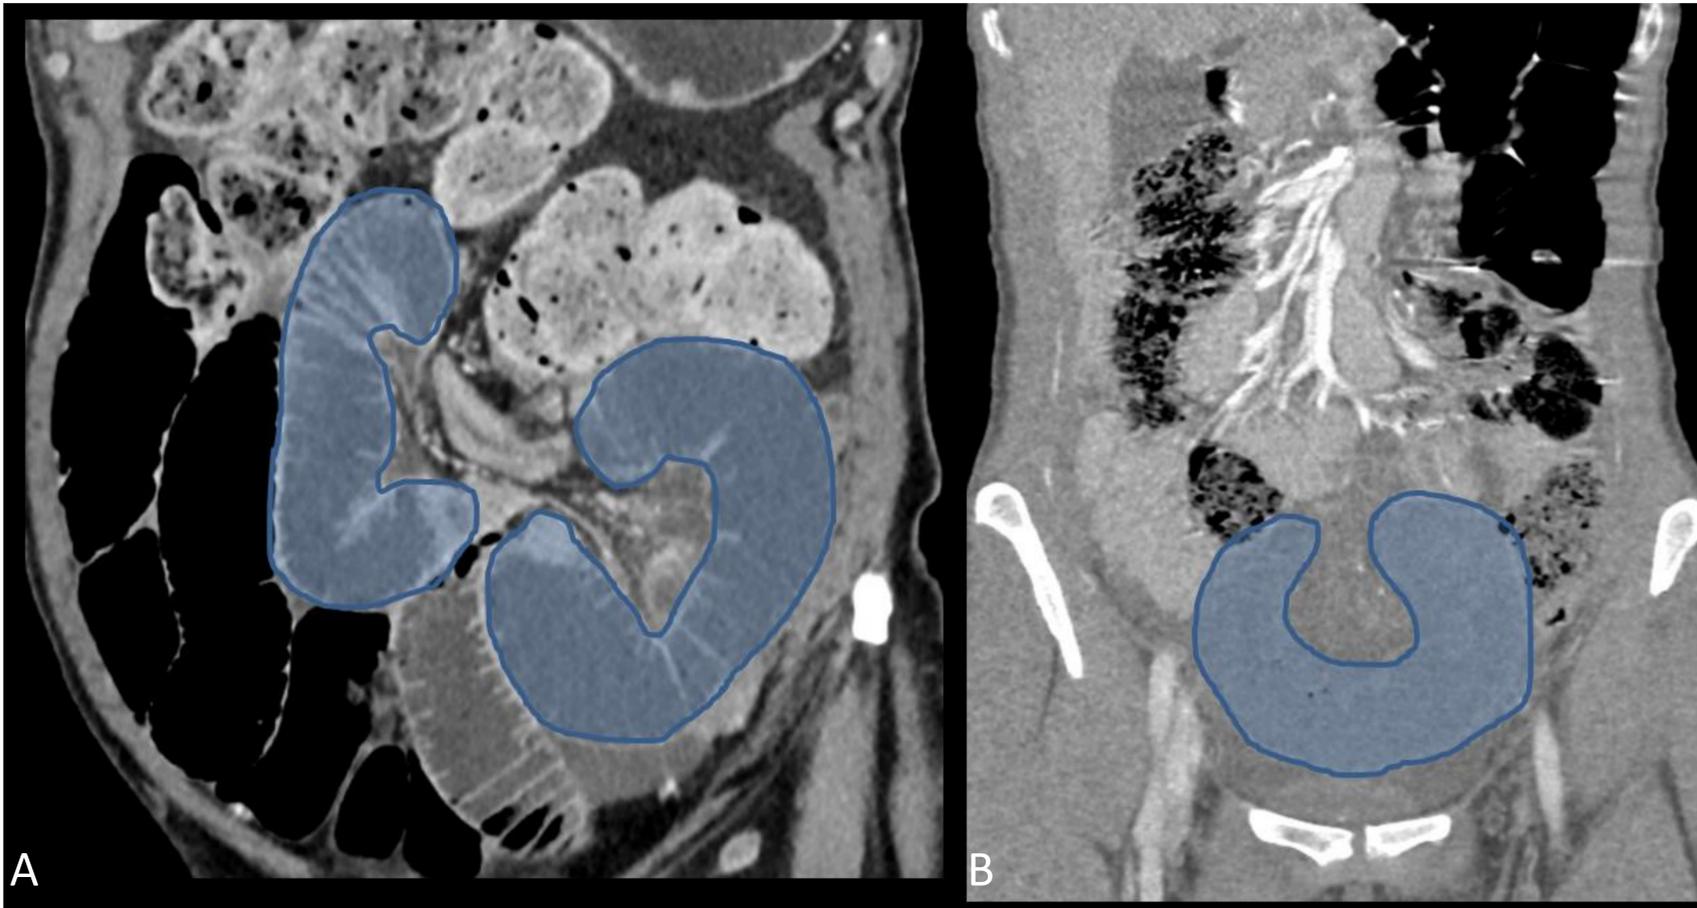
A) TAC coronal oblicua: asas con disposición en C. B) TAC coronal: asas con morfología en U.
